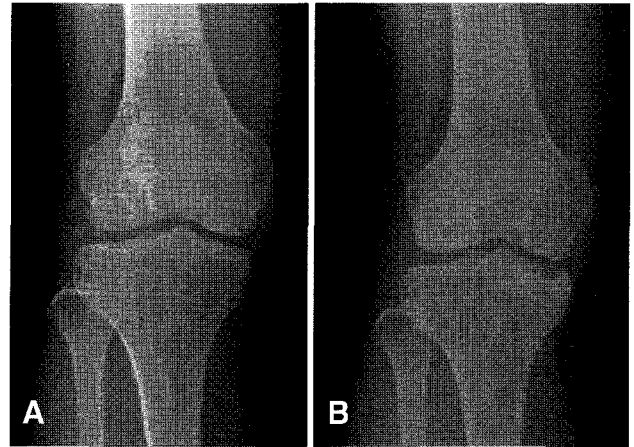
(A) Radiograph of right knee shows Arnold-Hilgartner stage III in a 19-year-old man before radiosynovectomy. Radiograph which was taken at 2 years after radiosynovectomy with ¹⁶⁶Ho-chitosan complex demonstrates no disease progression.
